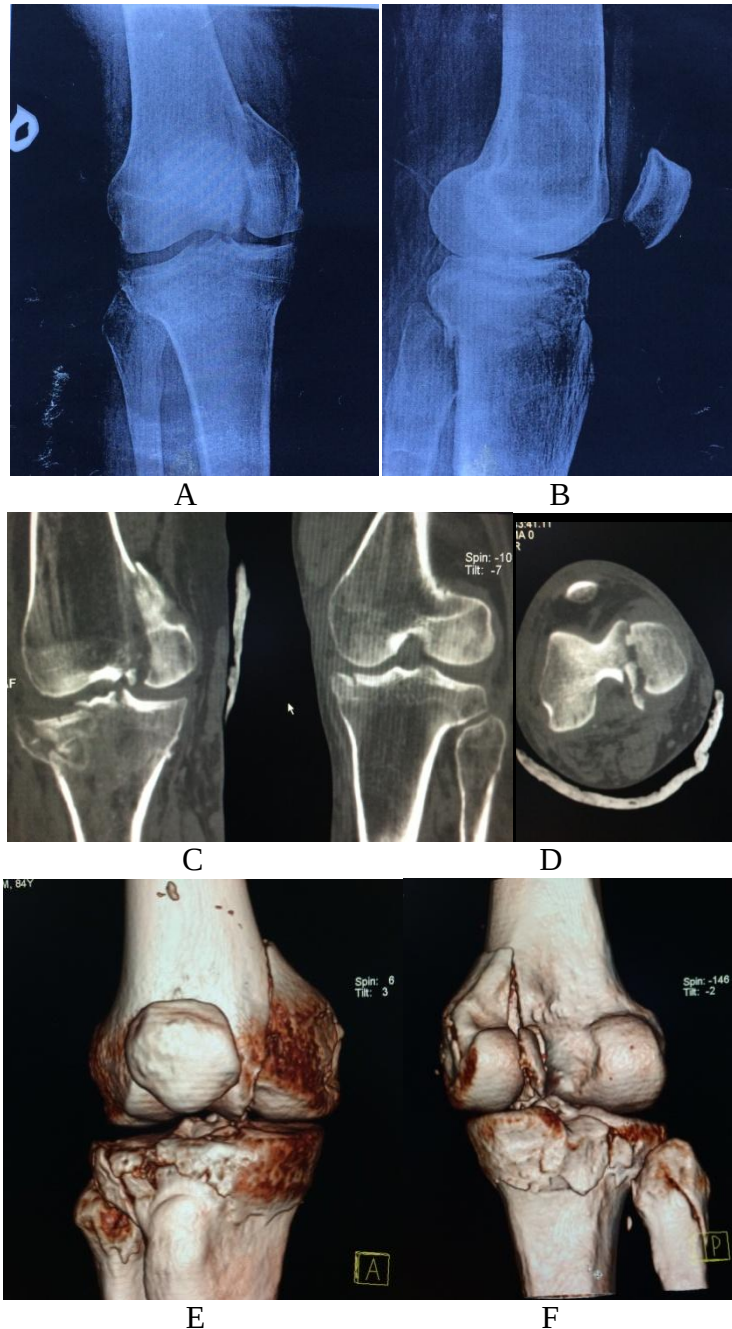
Pacientul C.S., nr. fișei 1631 (anul 2015). Fractura femurului distal drept de tipul B2 (AO) și fractura platoului tibial drept Schatzker II: A, B – imagine radiologică, C, D – CT a genunchiului drept și a genunchiului stâng (imagini MPR), E, F – imagini CT a genunchiului drept – reconstrucție 3D (anterior și posterior).
